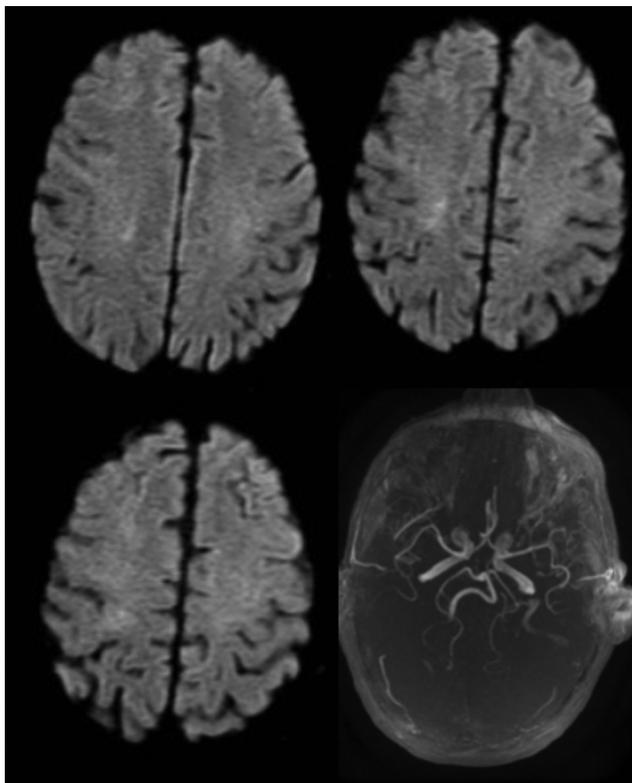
IRM cérébrale (DWI et 3DTOF) réalisée en phase aiguë. Hypersignal des centres semi-ovales droits.
